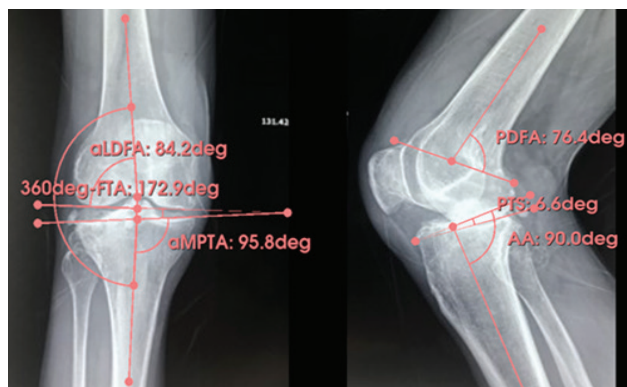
Anteroposterior and lateral X-rays demonstrating medial compartment osteoarthritis of the right knee, grade 3. $mJLO = 84.2^\circ + 95.8^\circ + 6^\circ = 186.0^\circ$, indicating AP. FTA = 187.1° ; PDFFA = 76.4° ; PTS = 6.6° ; AA (additional angle) = 90°
